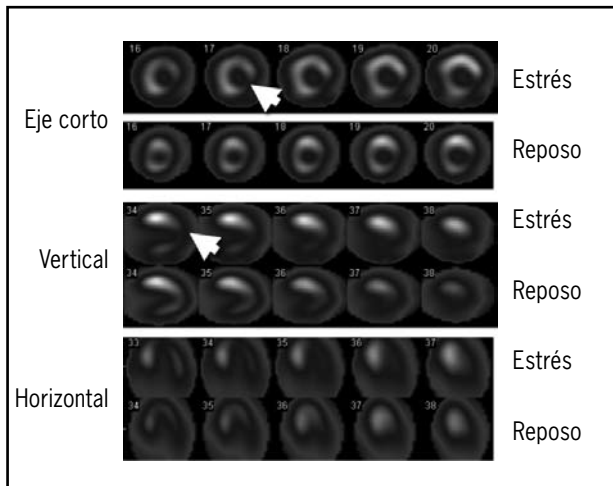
SPECT con sestamibi. En las imágenes de estrés, en filas de arriba, se observan intenso defecto de perfusión en ápex de tamaño pequeño a moderado y otro extenso en pared inferolateral que revierte en reposo (flechas), aunque solo parcialmente a nivel inferolateral, persistiendo hipoperfusión inferobasal.
